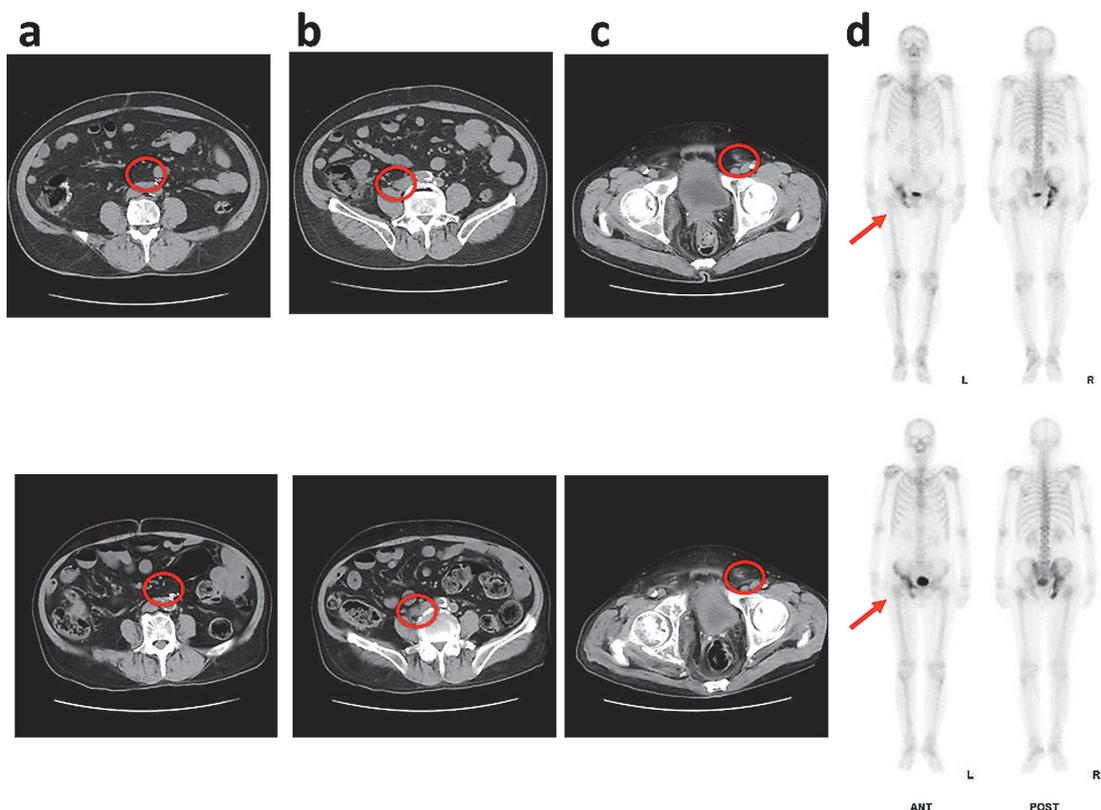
転移性去勢抵抗性前立腺癌診断時（mCRPC 診断時）（上段）と直近（mCRPC 診断時から 62 ヶ月時）（下段）の画像所見 a 大動脈-下大静脈間リンパ節 b 傍下大静脈リンパ節 c 左鼠径リンパ節 d 右大腿骨腸骨への骨集積像 いずれも初診時の CT, 骨シンチと比較し縮小消失を維持できている。
